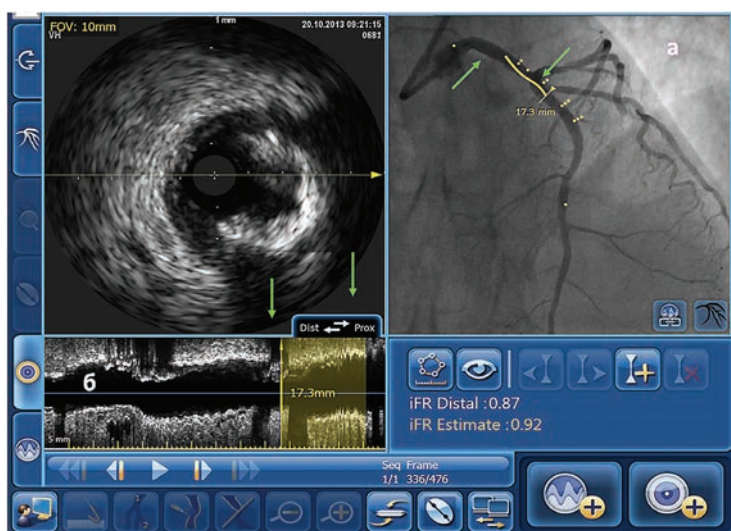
Возможности сочетанного представления данных на станции SyncVision. Тройная iFR-ВСУЗИ-ангио ко-регистрация. Экран совмещения изображений. Зеленые стрелки обозначают участок измерения длины на ангиограмме: а) и на продольной реконструкции ВСУЗИ; б) (зона «виртуального стентирования»); желтым цветом выделены маркеры расположения кадра ВСУЗИ на ангиограмме и участок измерения на продольной проекции.
